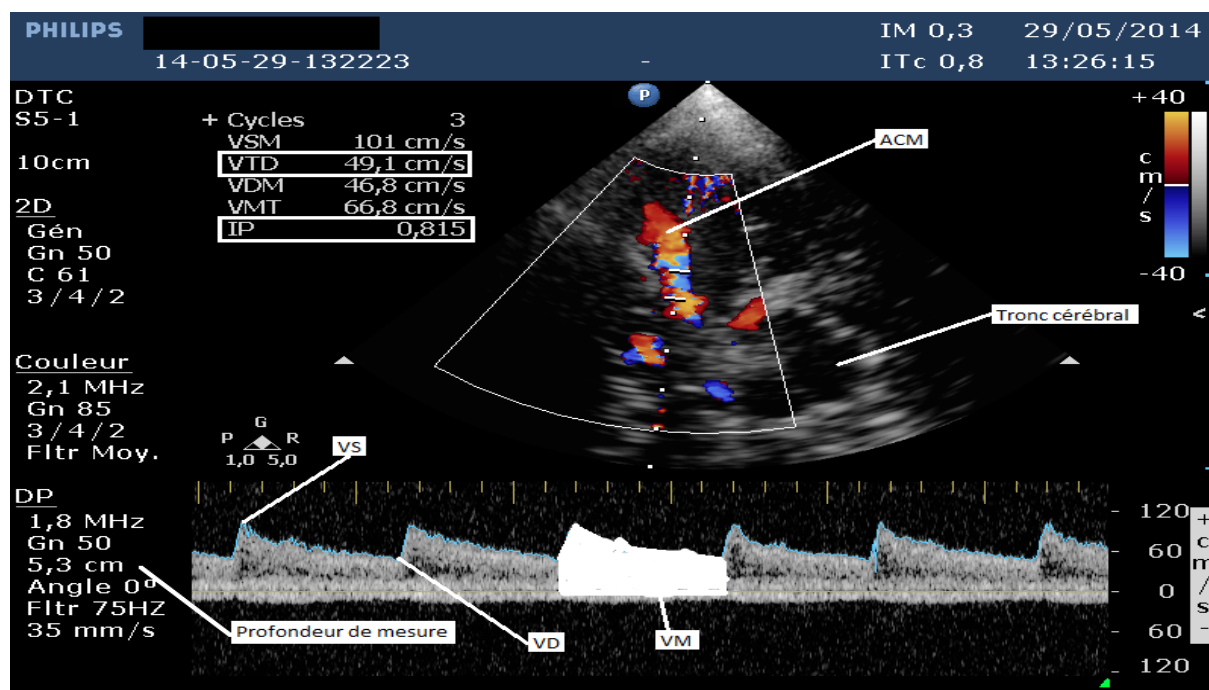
image obtenue lors de la réalisation d'un doppler transcrânien. (15)
